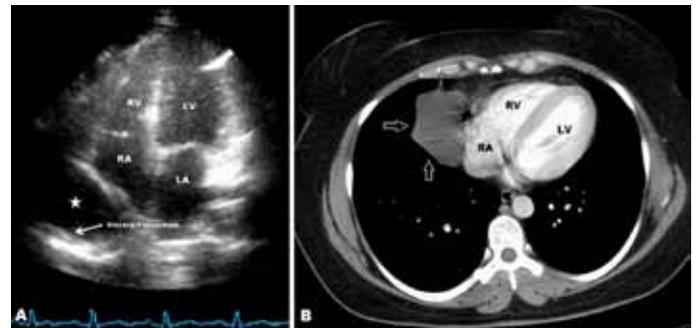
A) Transthoracic echocardiography apical four-chamber view of an echo-free space behind right atrium (star). B) Computed tomography view of a large fluid attenuation mass consistent with pericardial cyst (arrow)
